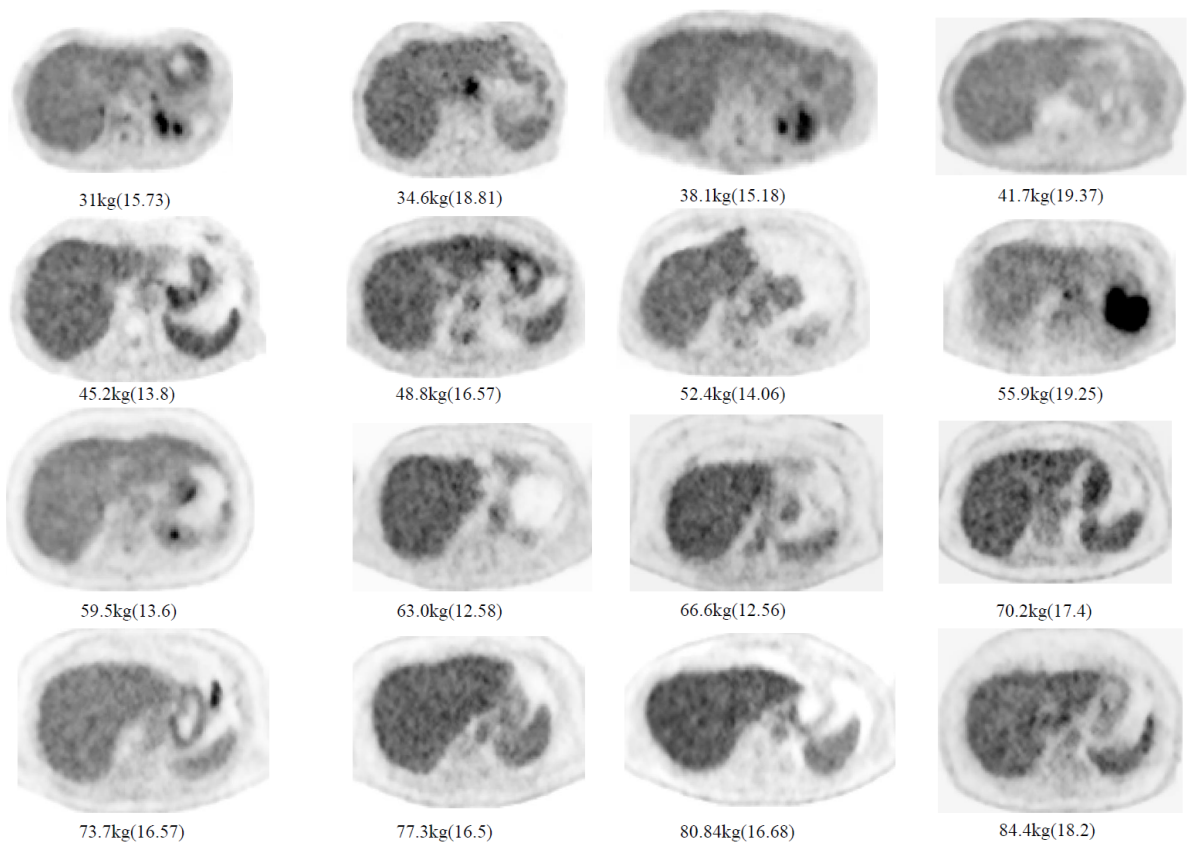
PET images of patients with different liver SNR.
